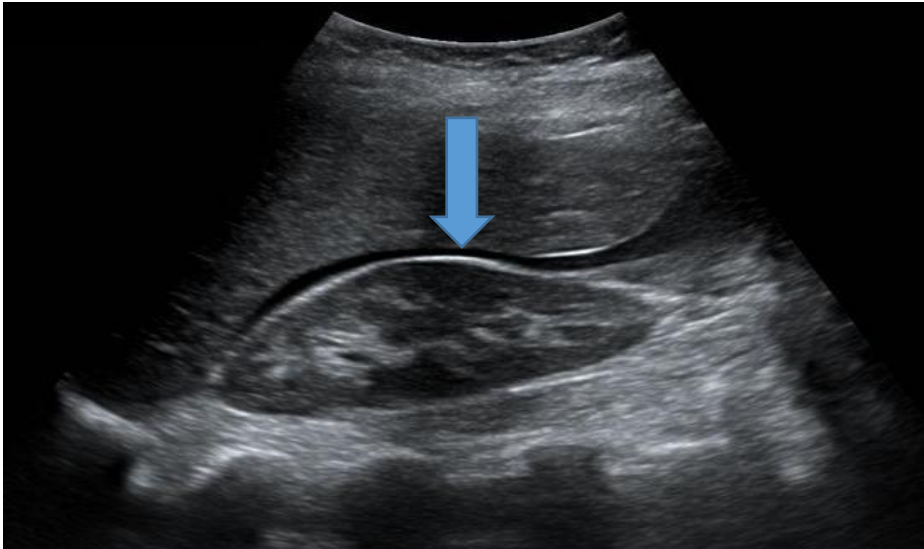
Présence d'une formation anéchogène dans l'espace spleno-rénal, pouvant évoquer un hémopéritoine à l'échographié.
